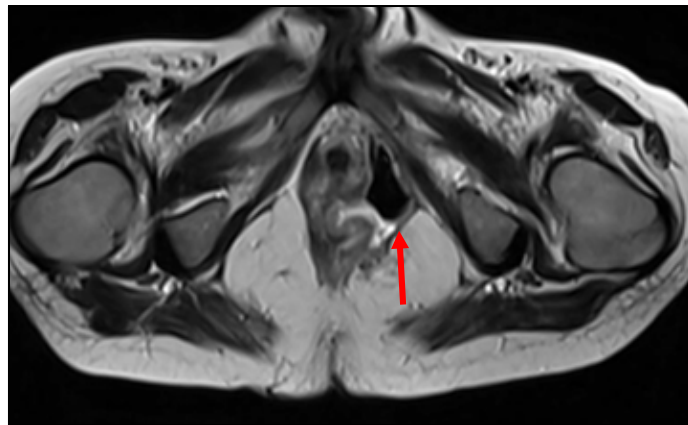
МР-томограмма малого таза больного З., 17 лет (и/б 122922/18 МДГКБ). Визуализируется свищевой ход и полость (указаны стрелкой).
